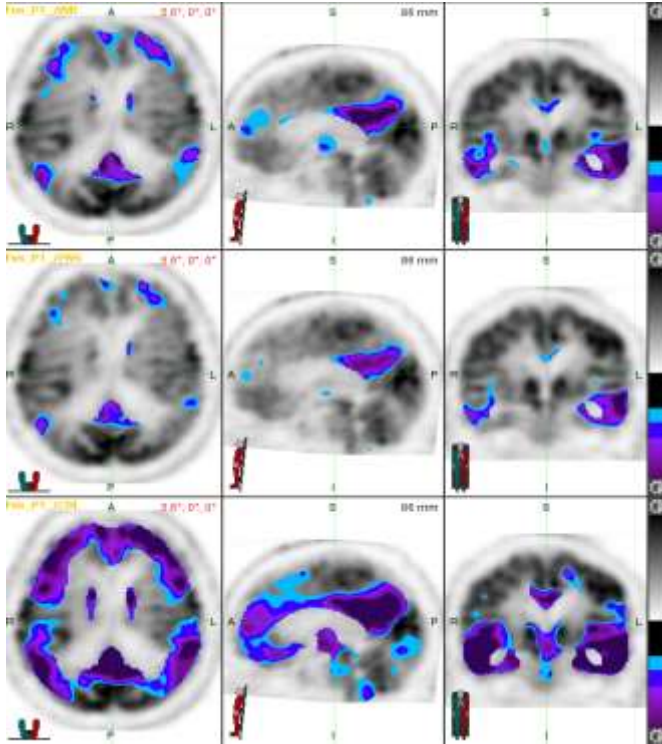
23:Olgu3' e ait fTMU sonrası PET görüntüsü
